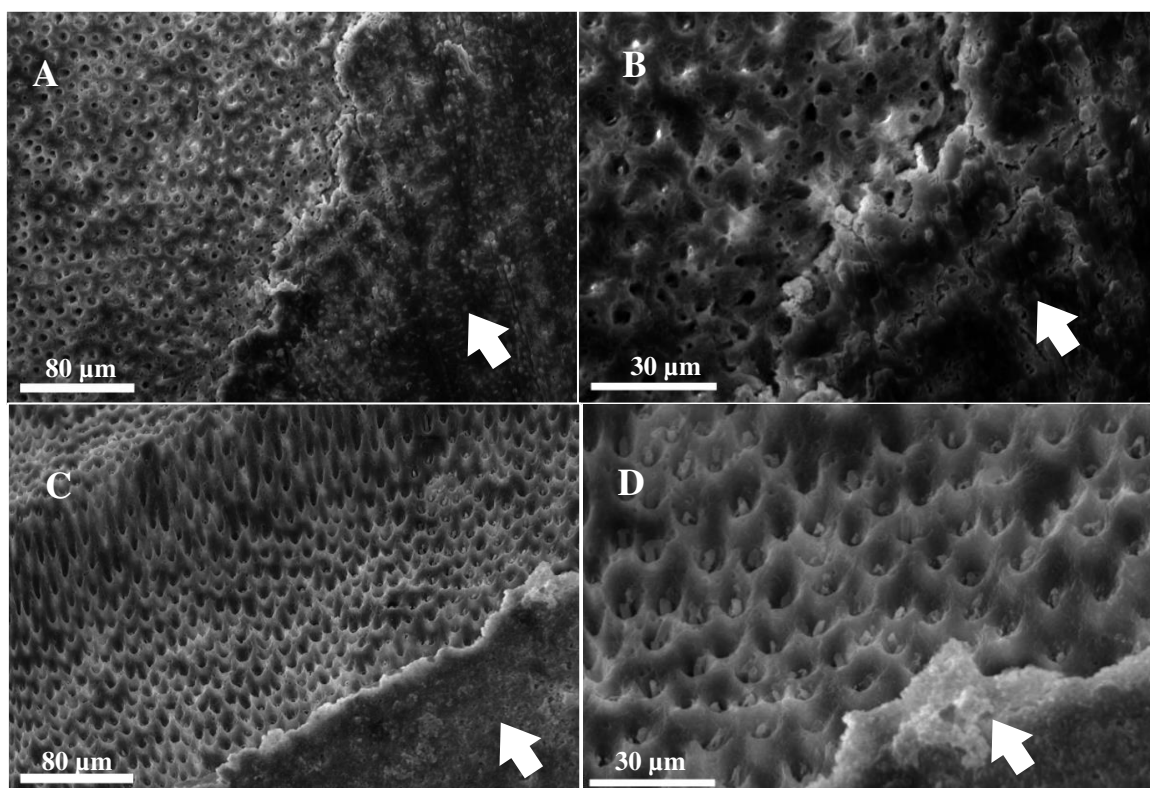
É visível a presença de resina auto-adesiva em todas as imagens indicada pela seta. A: CT_1_F com ampliação 500x; B: CT_1_F com ampliação 1500x; C: CT_1_G com ampliação 500x; D: CT_1_G com ampliação 1500x.
